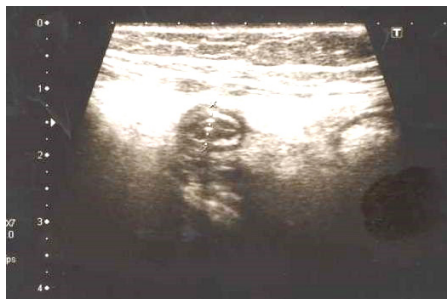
УЗИ червеобразного отростка при поперечном сканировании у пациента М., 10 лет, через сутки после назначения антибиотиков
